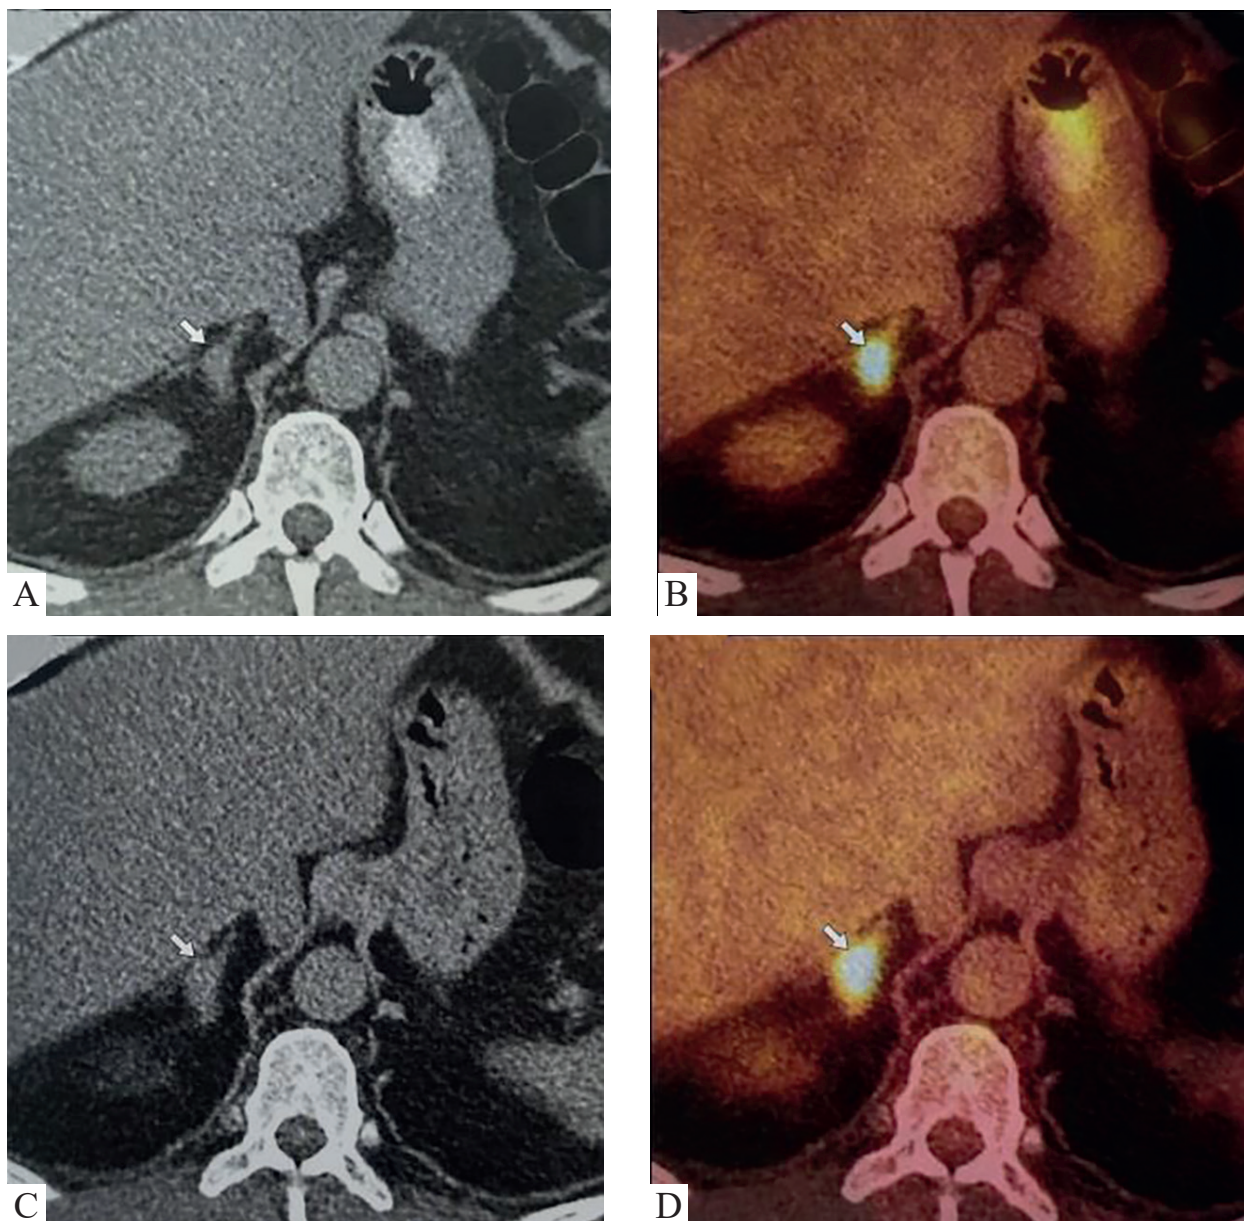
ПЕТ/КТ з ^{18}F -ФДГ всього тіла. Рак легень, метастаз в тілі правого наднирника. *A* – КТ в аксіальній проекції до лікування, вузлове потовщення наднирника до 1,5 x 1,0 см з щільністю, аналогічної тканини наднирника (стрілка); *B* – ПЕТ/КТ в аксіальній проекції до лікування, вогнищеве патологічне накопичення РФП в правому наднирнику (стрілка); *C* – КТ в аксіальній проекції після першого курсу хіміотерапії, збільшення вузлового утворення в правому наднирнику до 2,3 x 1,7 см (стрілка); *D* – ПЕТ/КТ в аксіальній проекції після першого курсу хіміотерапії, збільшення [6].
